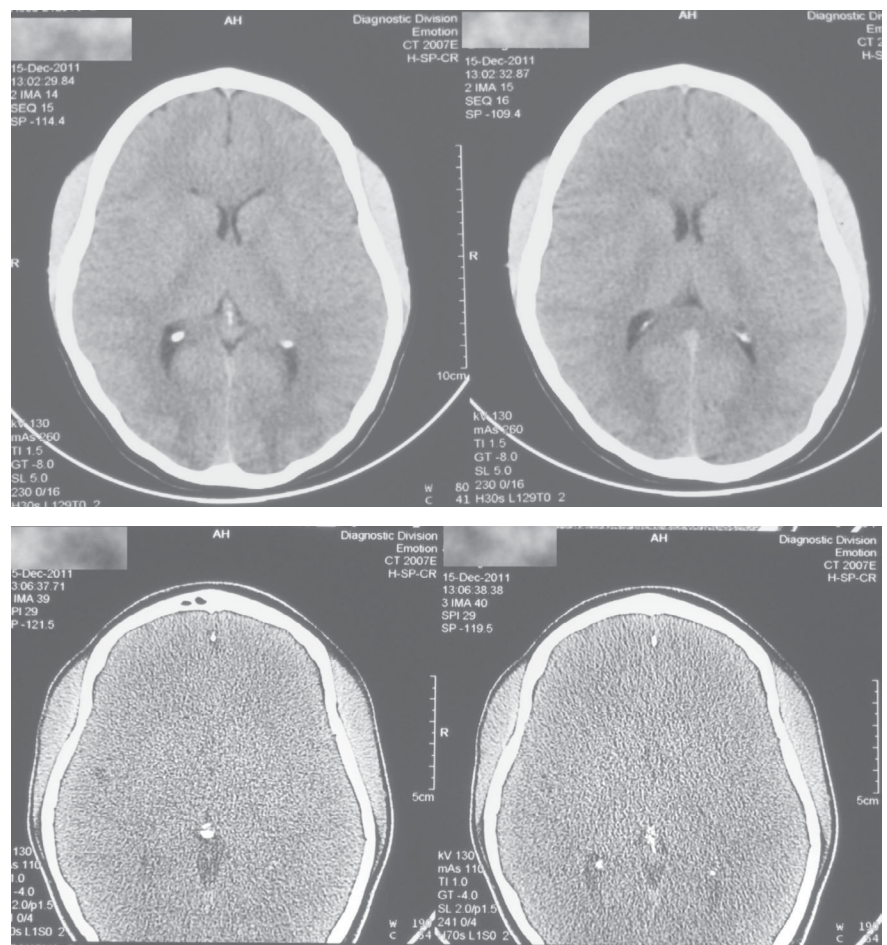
Гіпертрофія скроневих м'язів. Комп'ютерна томограма
